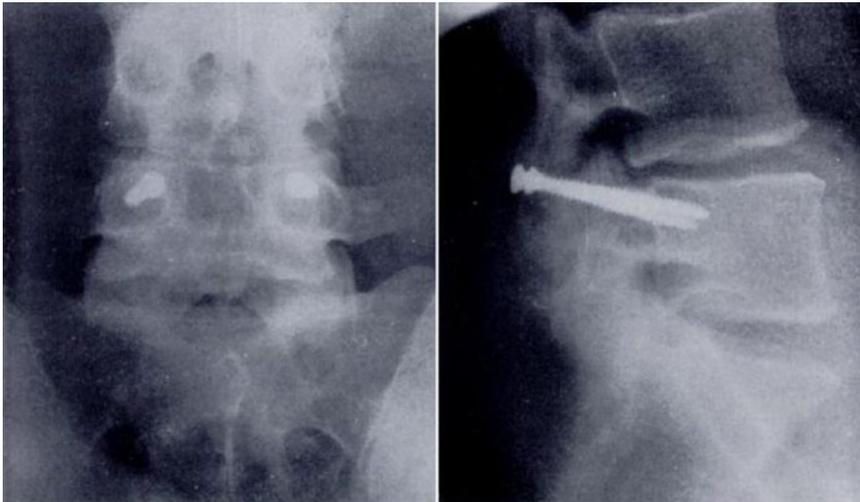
▲ Postoperatives Röntgenbild nach Fusion L4/5. (Aus [2], mit freundl. Genehmigung der British Editorial Society of Bone & Joint Surgery)
